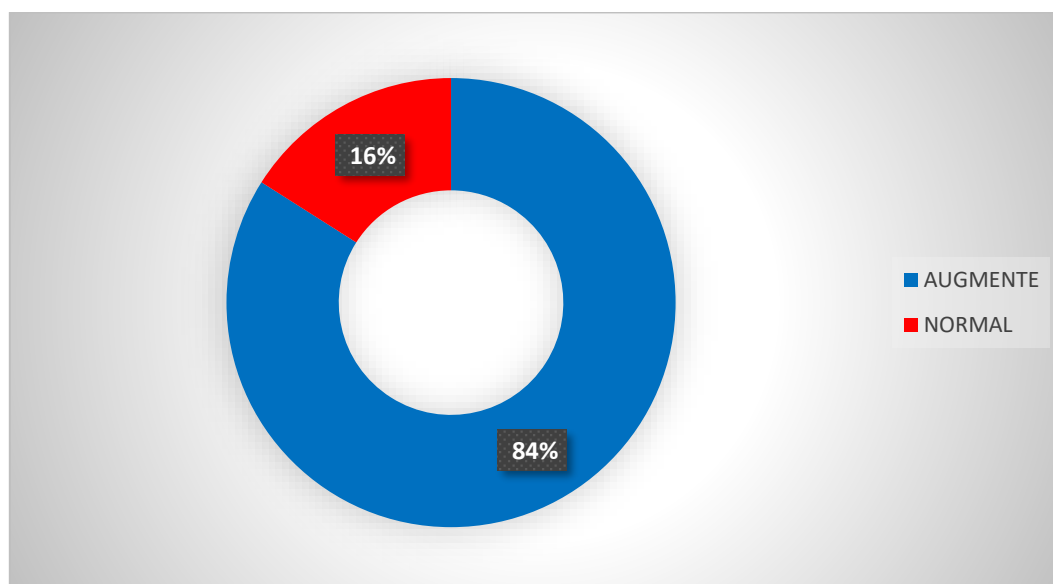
Répartition selon le taux de lactate artérielle des patients non monitorés par échocardiographie.
